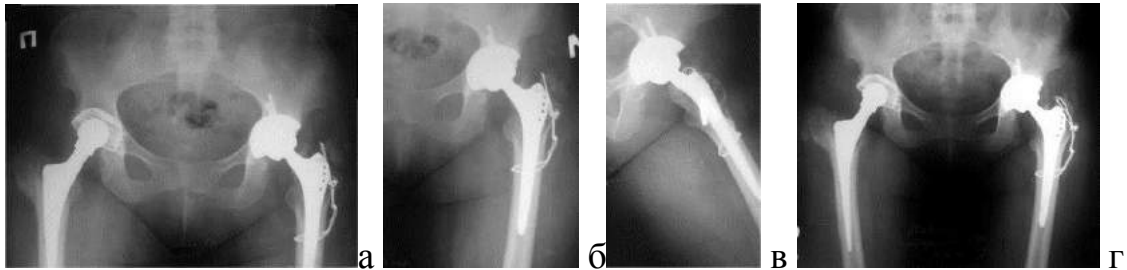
Лучевой мониторинг после ревизионной артропластики левого ТБС; а, б, в - рентгенограммы через 1 год; г – через 3 года
